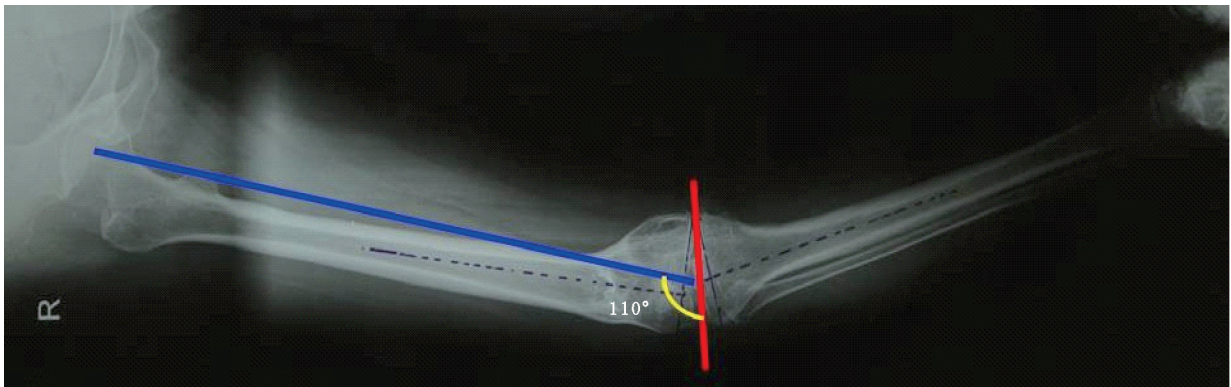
术前患肢全长X线片,此股骨mLDFA达110°,提示股骨髁上(关节外)内翻畸形
